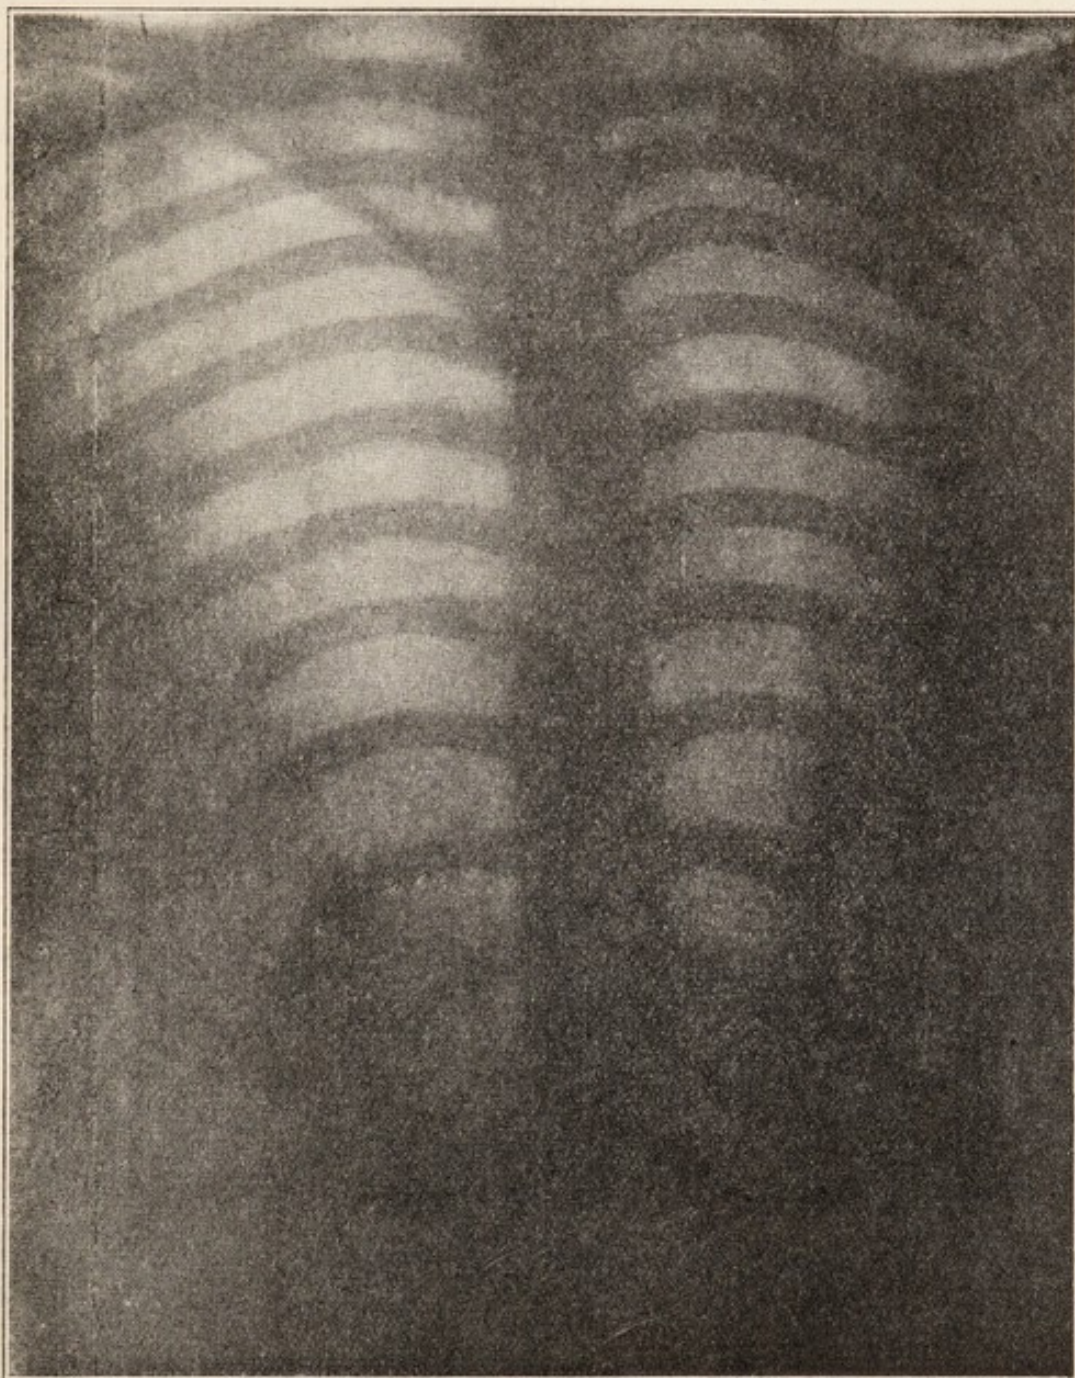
Caso 3. - Radiografia dorsale del torace nel pieno della cura.
